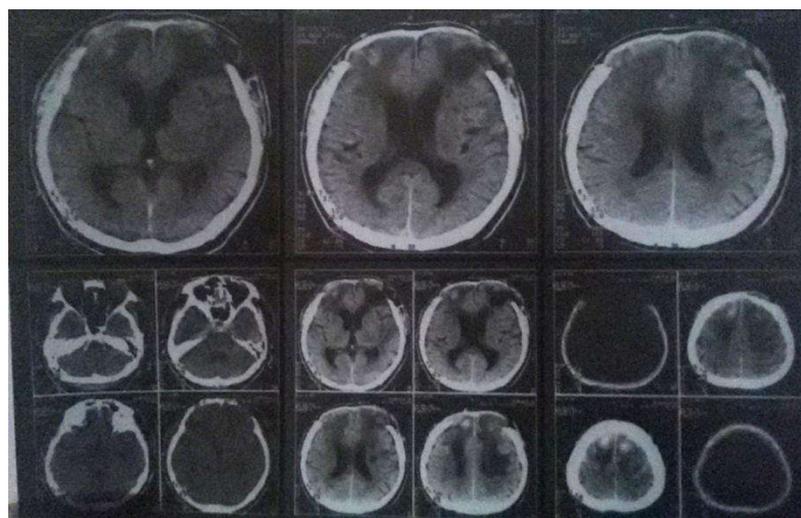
МСКТ изображения после операции.
